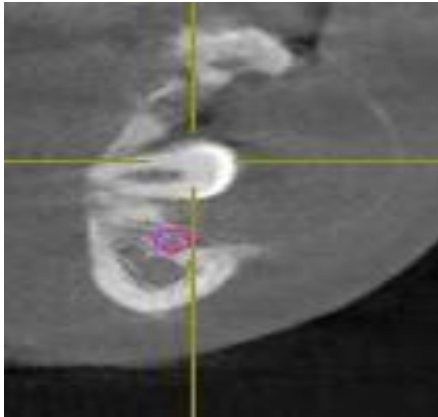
CBCT : Coupe coronale oblique
